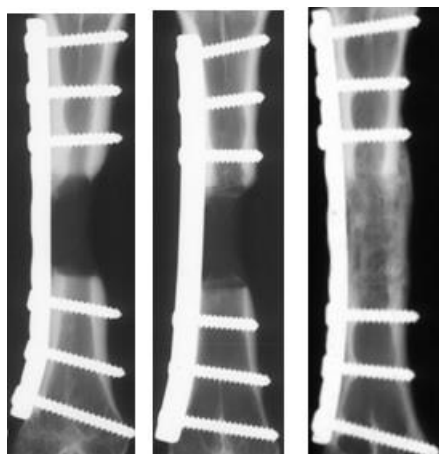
Radiographies (de gauche à droite) à 16 semaines d'un défaut au niveau du métatarsien laissé vide, comblé par un substitut osseux à base de corail Porites ou d'un PITO contenant des CSMs. 3/7 animaux dont le défaut était comblé par un PITO présentait une consolidation clinique à 16 semaines.
